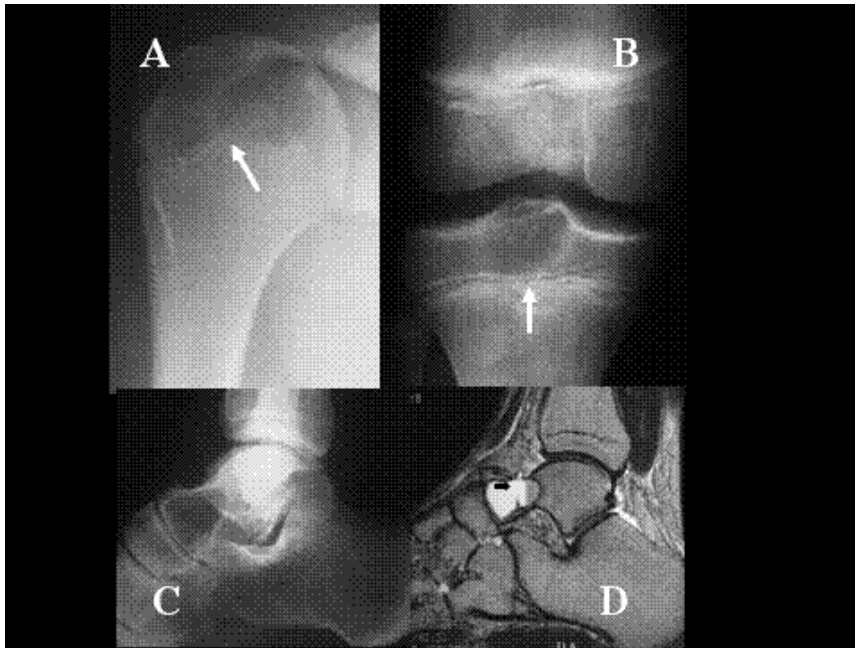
Radiología del condroblastoma. Lesión lítica, bien delimitada con reborde parcialmente escleroso situada en las epífisis (flechas). A) AP de hombro con condroblastoma humeral. B) AP de rodilla con condroblastoma tibial. C, Radiografía simple de proyección lateral de tobillo y D) Resonancia magnética (RM) sagital en secuencia potenciada T2 con condroblastoma del astrágalo con cambios quísticos con nivel líquido (flecha).
